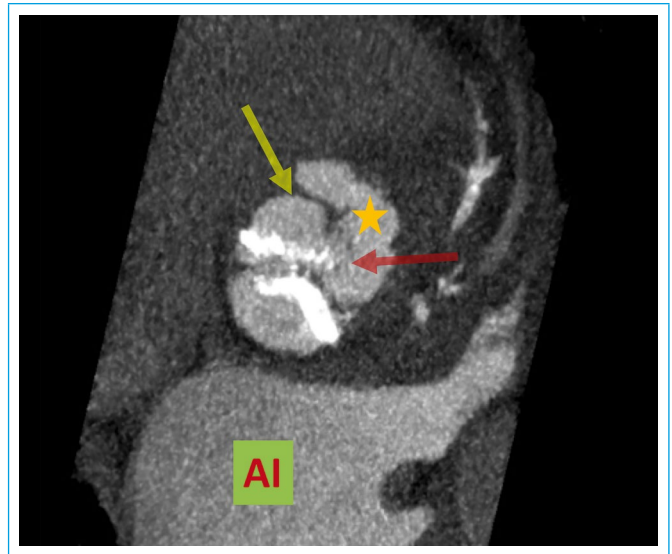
Cardio-TC. Detalle del plano valvular aórtico. Pseudoaneurisma (*estrella amarilla*) que se origina en el plano anterior del seno coronario izquierdo (*flecha roja*) y presenta un trayecto transversal y caudal por delante del seno coronario derecho (*flecha amarilla*) (Al: aurícula izquierda)
